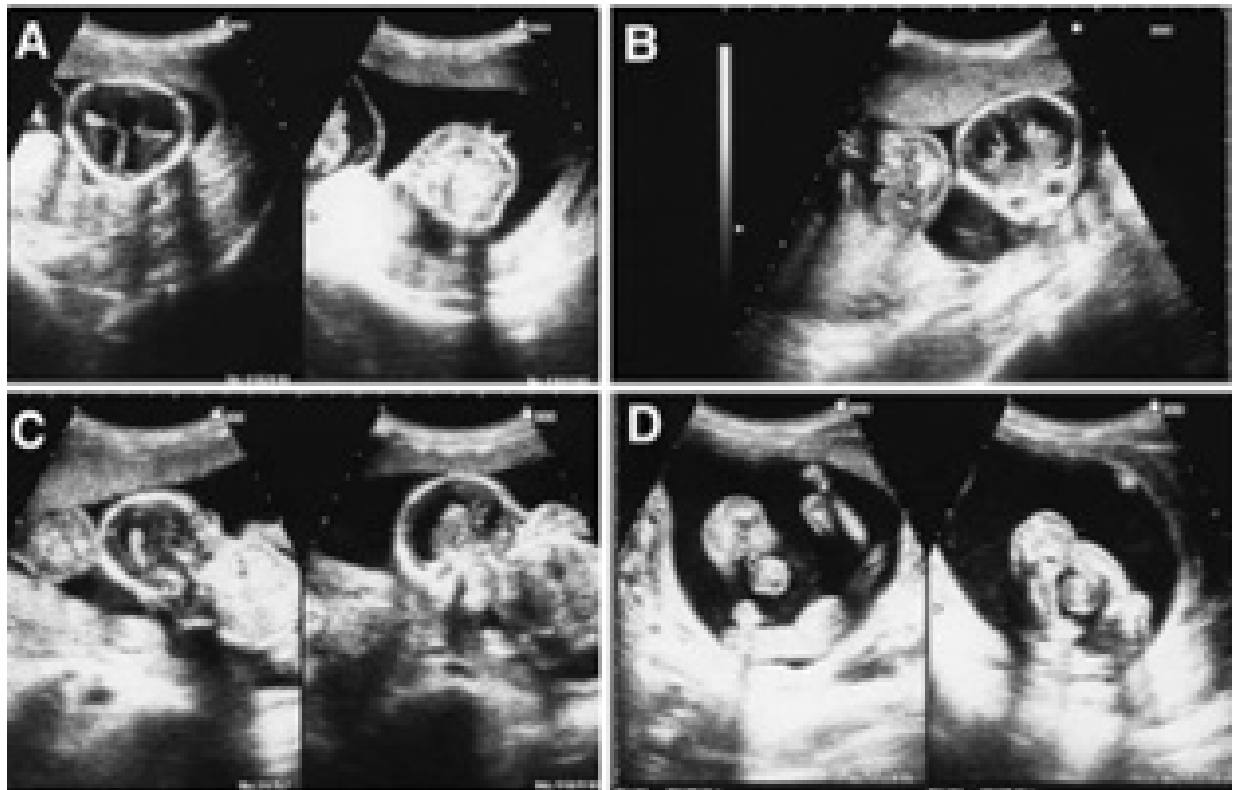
(A-D) Images échographiques des jumeaux céphalopages à 13 SA. Têtes fusionnées. (C) des images longitudinales des jumeaux. Les deux colonnes vertébrales sont liées à la seule tête. (D) Les extrémités inférieures [37]
